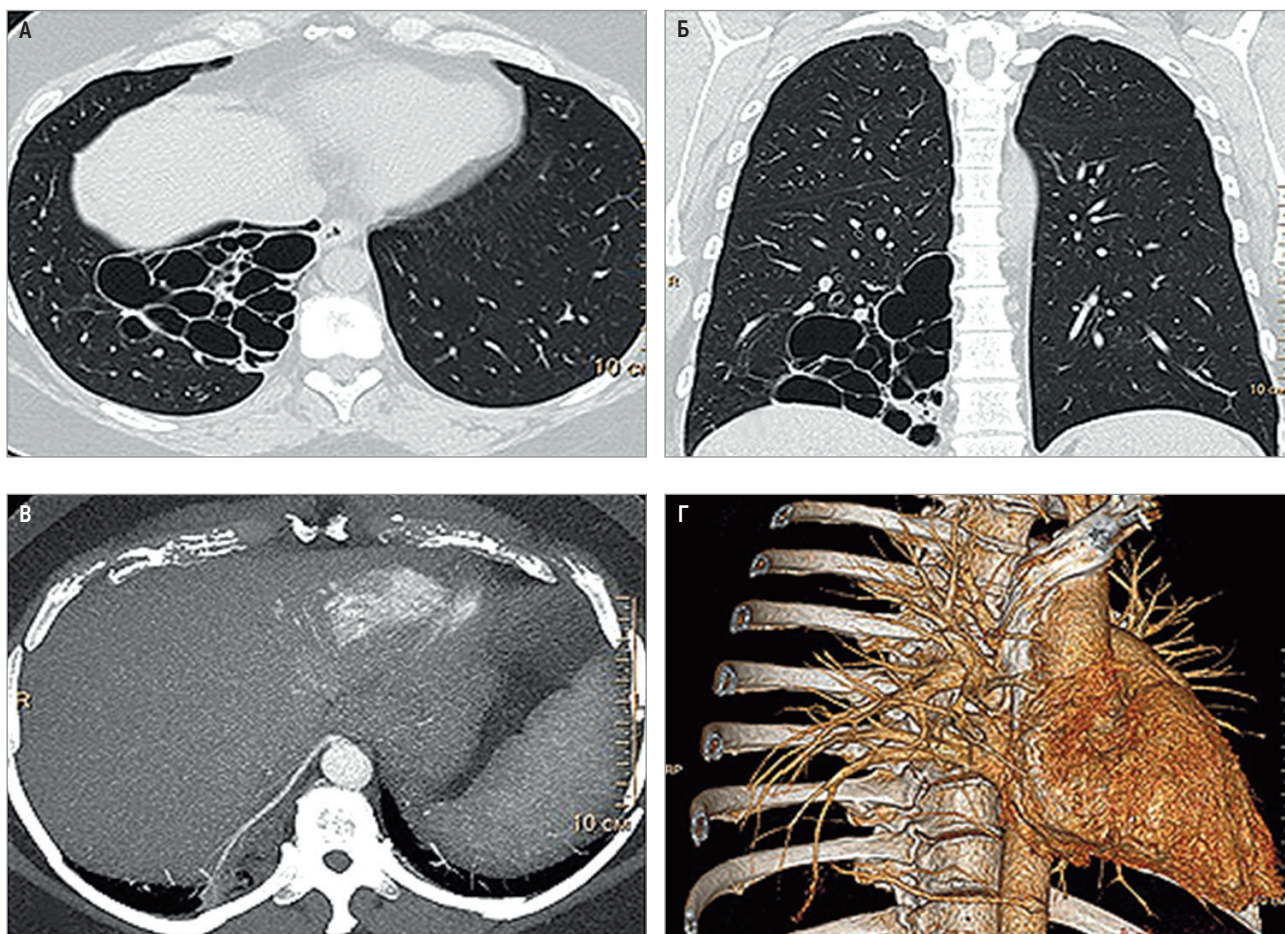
Визуализация дополнительного образования в нижней доле правого легкого: А – мультиспиральная компьютерная томография органов грудной клетки, бесконтрастное исследование, легочное окно, изображение в аксиальной плоскости; Б – то же исследование во фронтальной плоскости; дополнительное образование в нижней доле правого легкого, представленное многочисленными воздушными полостями; В – мультиспиральная компьютерная томография органов грудной клетки того же пациента с контрастным усилением, артериальная фаза контрастного усиления, реконструкция максимальной интенсивности, аксиальная плоскость; Г – 3-мерная реконструкция; дополнительный артериальный сосуд, отходящий от аорты на уровне диафрагмы, и кровоснабжающий измененный участок легочной ткани
